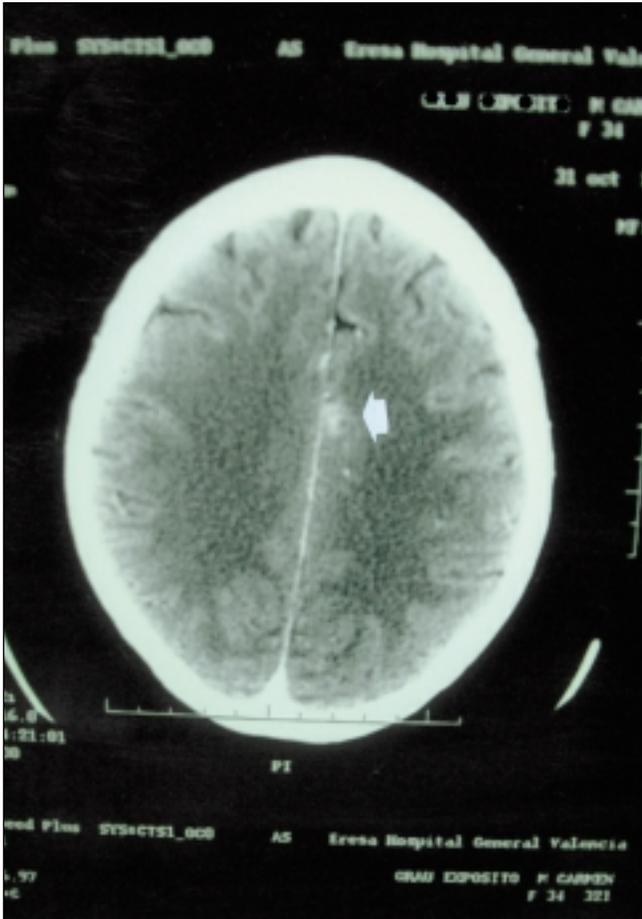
TAC cerebral con contraste donde se aprecia un pequeño foco córtico-subcortical frontal parasagital izquierdo con atenuación intermedia-alta de 4 mm con fino realce en ovillo vascular tras la administración de contraste yodado (flecha).
